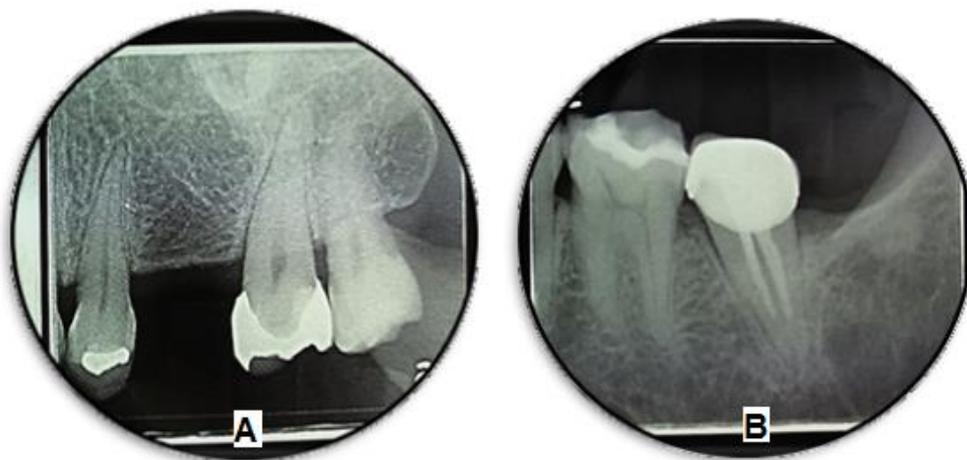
Radiografía Periapicales A) Radiografía periapical de OD 25 y 27 B) Radiografía periapical de OD 37 ^{F.D.}
